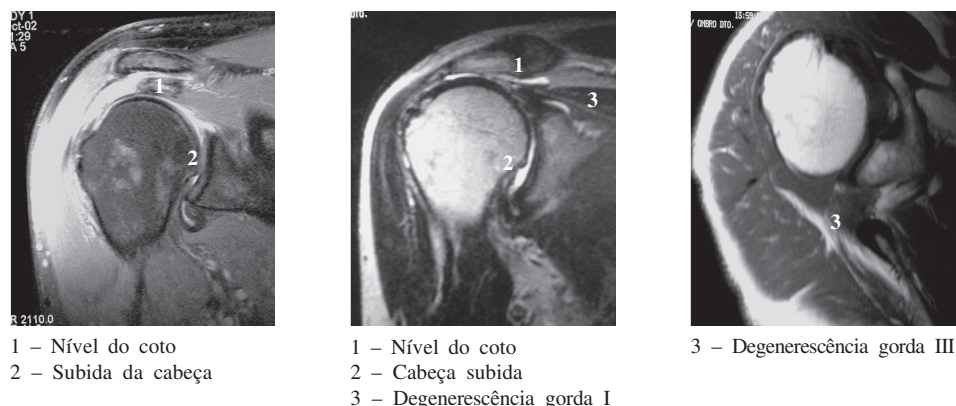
RMN do ombro na rotura da coifa.
